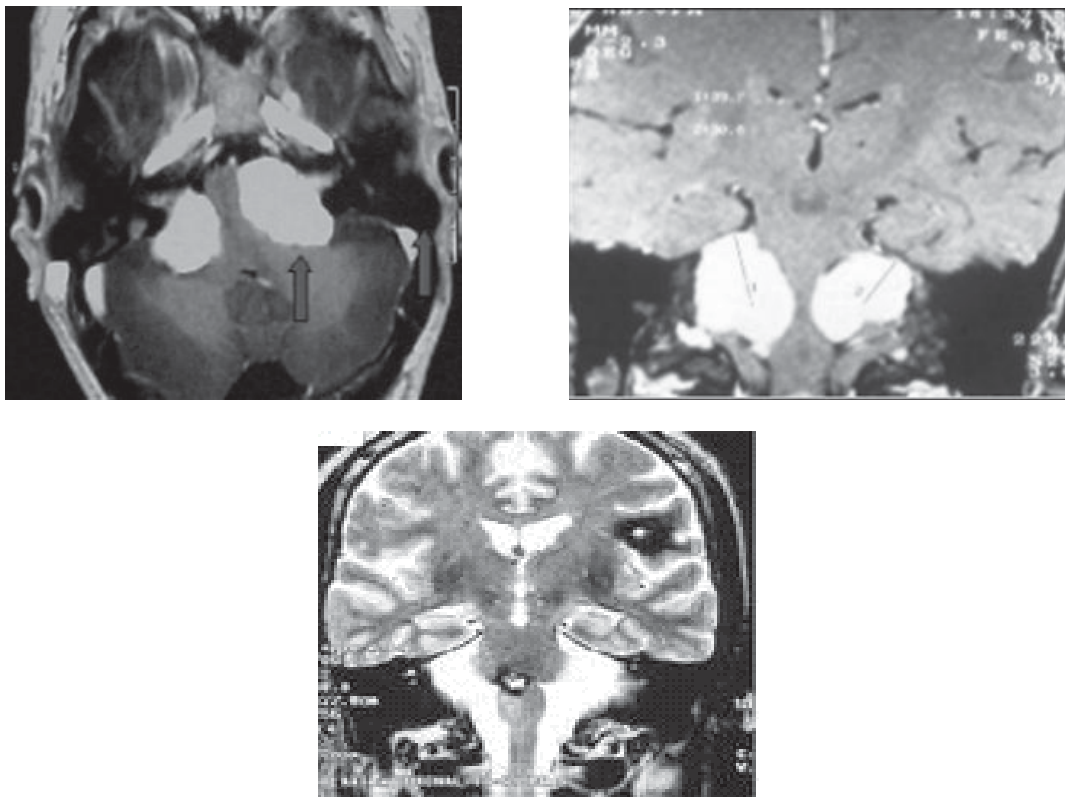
Imágenes de Resonancia Magnética Nuclear Cerebral con Gadolinio, donde se evidencian imágenes hiperintensas en T1-T2 y Flair, compatibles con lesiones ocupantes de espacio en ambos ángulos pontocerebelosos, confirmando el diagnóstico de neurofibromatosis bilateral acústica.
